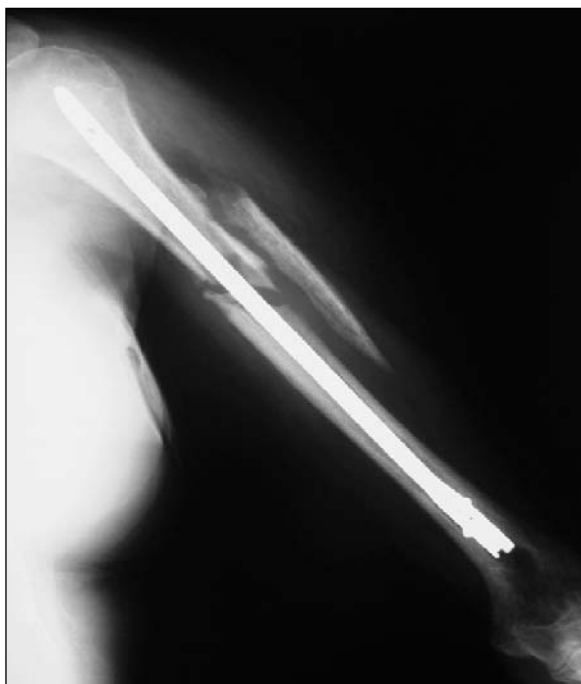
Radiografía de húmero en la que se evidencia la pseudoartrosis.
